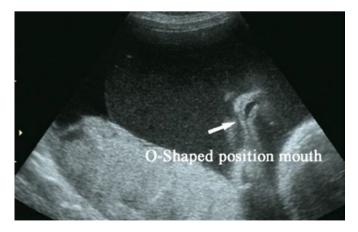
Ultrassonografia mostrando boca aberta em forma de "O" 13.
